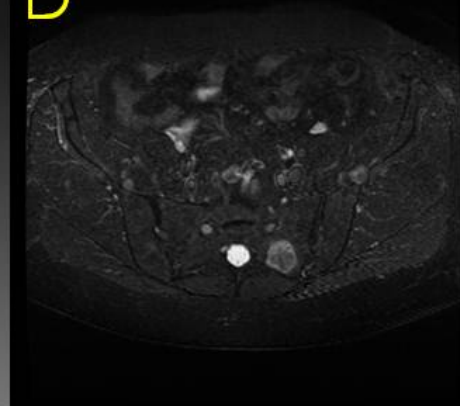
Imágenes axial TC (A), fusión PET/TC (B), RM potenciada en T1 (C) y en STIR, que muestran una metástasis ósea de cáncer de mama.
